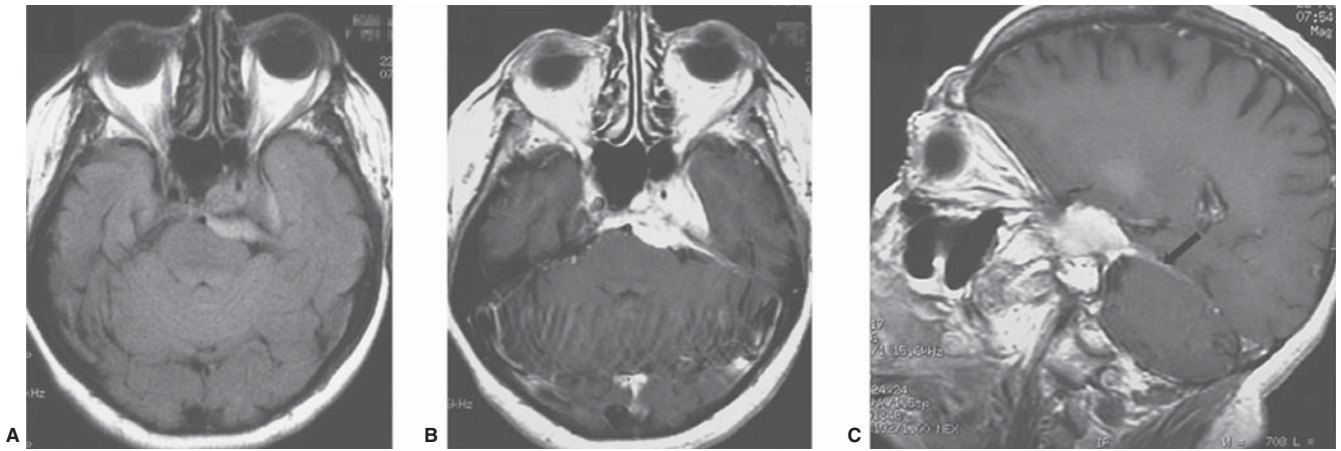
Meningioma petroclival izquierdo. A) RM FLAIR. B) RM axial eco de espín con gadolinio, RM sagital eco de espín con información T1 y gadolinio. Lesión extraaxial con compromiso del seno cavernoso y cisternas prepónticas derechas, realce intenso y homogéneo con medio de contraste y realce de la dura adyacente o cola dural (flecha) (C).
